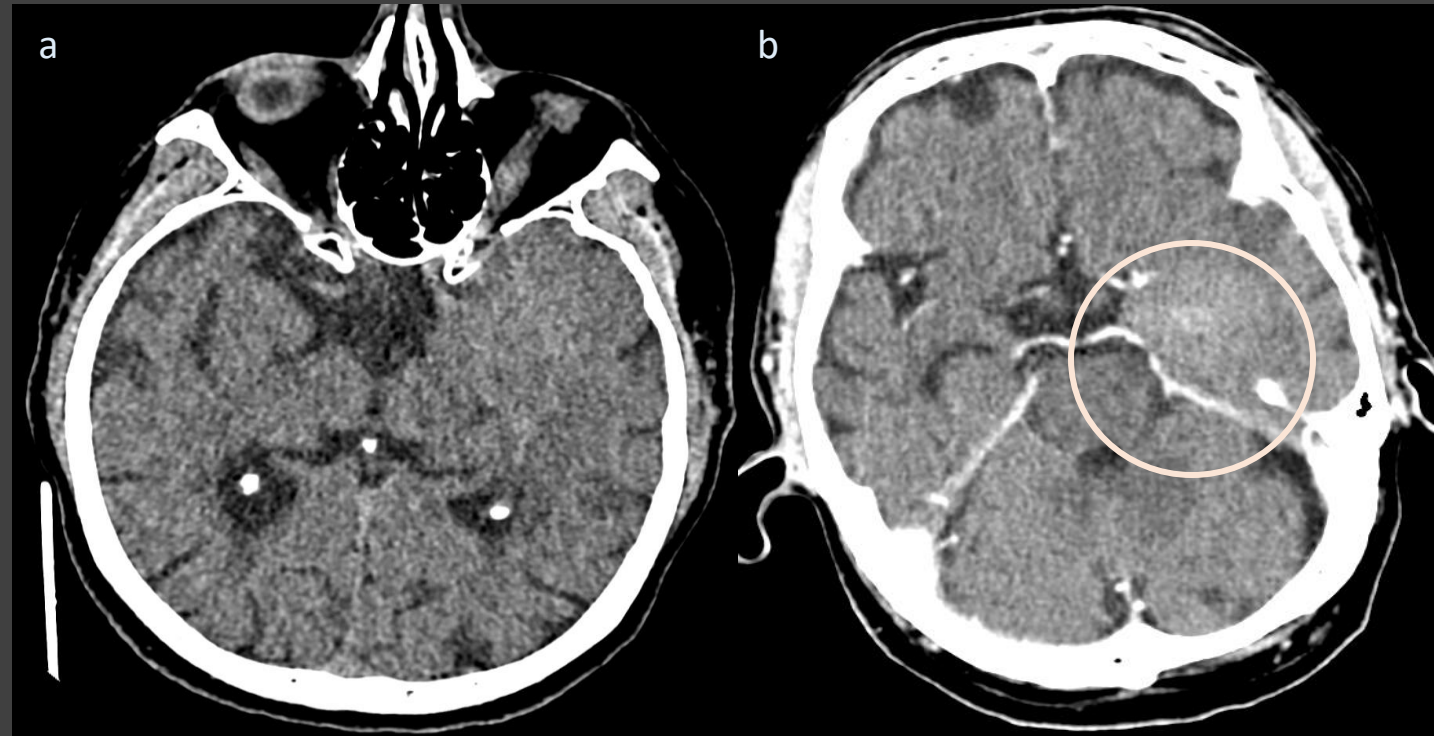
TC simple axial (a) y TC con contraste (b). Lesión temporal izquierda que ejerce colapso de la cisterna perimesencefálica adyacente. Presenta realce homogéneo de predominio central (círculo).
